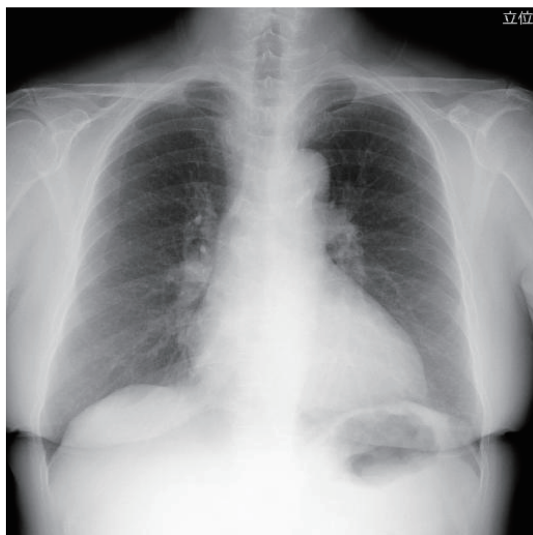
Chest roentgenography before surgery revealed no abnormal shadows.
